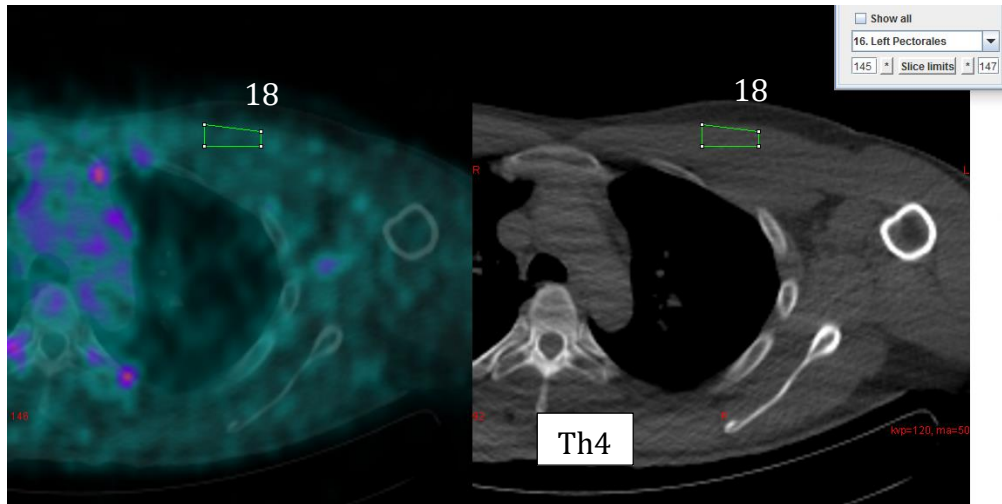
Cuantificación de 18F-FDG en el pectoral
